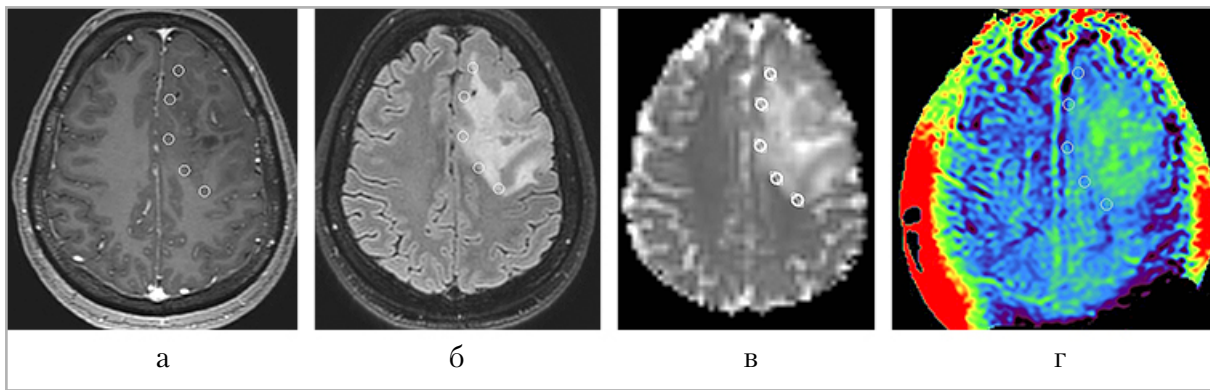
Пример размещения областей интереса в периферической части опухоли, *а* – T1-взвешенные изображения после контрастного усиления; *б* – T2-FLAIR взвешенные изображения; *в* – ИКД-карта; *г* – изображения, взвешенные по амидному протонному переносу
